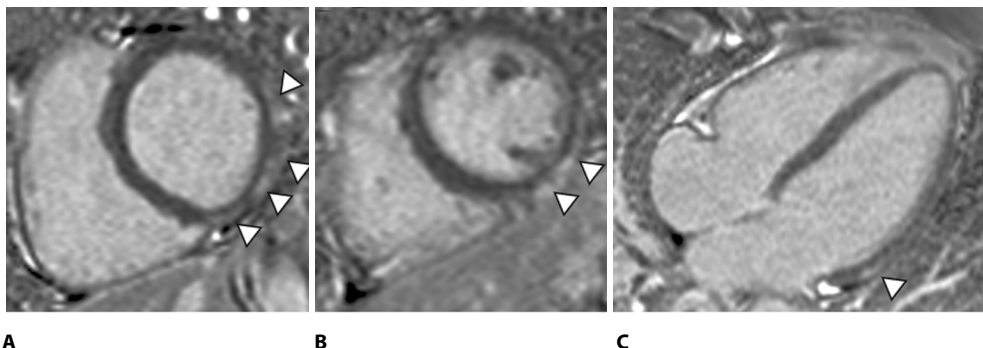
МРТ сердца пациентки С. Последовательность с отсроченным контрастным усилением в проекции по короткой оси на уровне базальных (А) и средних отделов (В) ЛЖ, в четырехкамерной проекции (С), конечно-диастолическая фаза: субэпикардиальный фиброз нижней и нижнебоковой стенок миокарда ЛЖ (стрелки)
